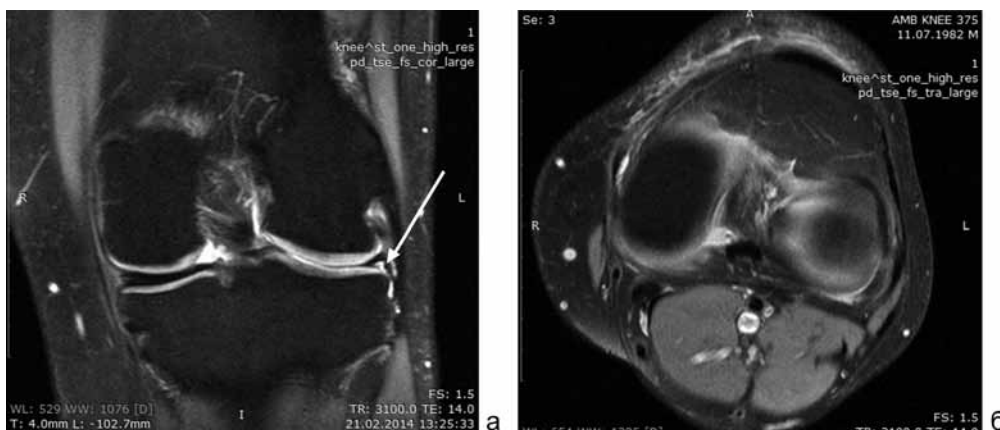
МРТ левого коленного сустава больного С., 31 г. ДОА левого коленного сустава 1 ст.: а – PD fs, коронарная плоскость. Краевой субкапсулярный разрыв заднего рога латерального мениска, линейный сигнал от свободного края до нижней суставной поверхности (стрелка); б – PD fs, аксиальная плоскость
